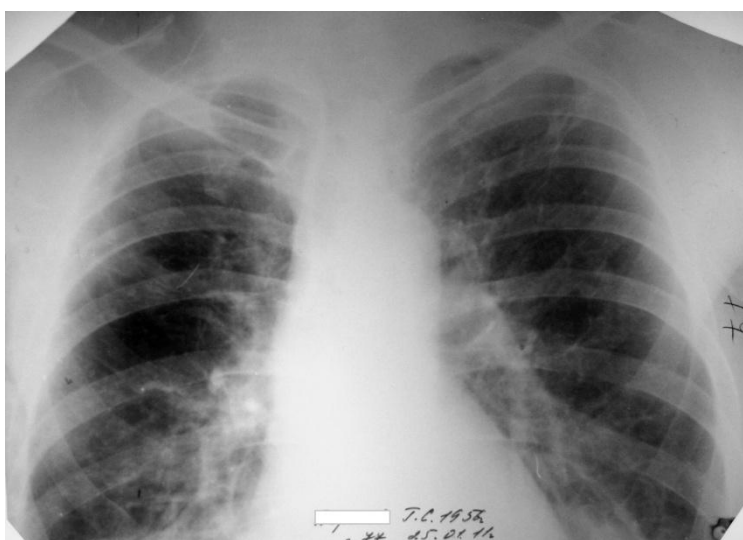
Обзорная рентгенограмма больного Д. через полтора года от начала лечения. В S1,2 правого легкого полость деструкции не визуализируется, на месте каверны фиброз.
